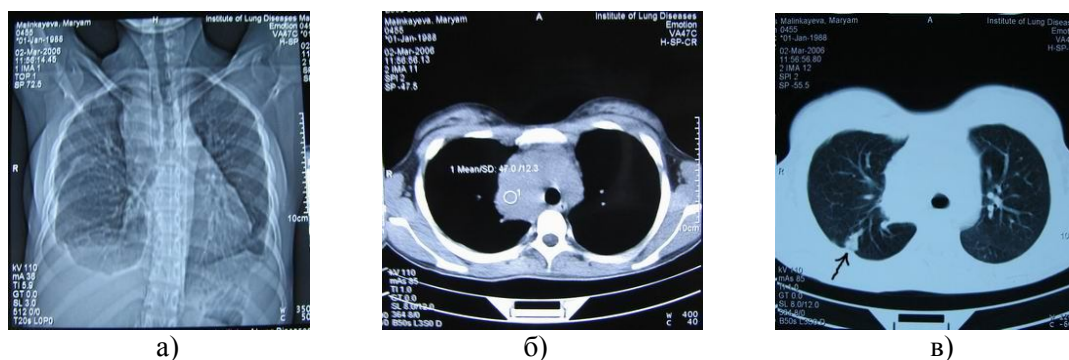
а) обзорная компьютерная томография абсцесса средостения, вызванного туберкулезом; б) средостенный (виден участок уплотненного очага в легком - показан стрелкой); в) легочный режим
